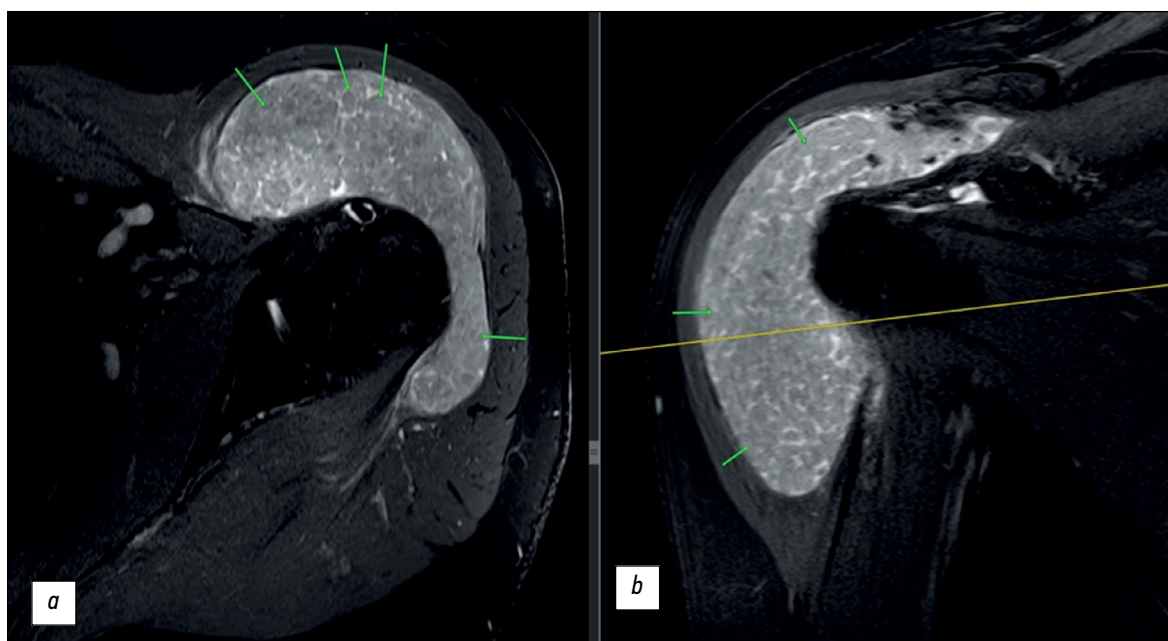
Магнитно-резонансная томография левого плечевого сустава, T2-взвешенные изображения с подавлением сигнала от жира: *a* — поперечный срез; *b* — фронтальный срез. Мелкие структуры внутри синовиальных сумок указаны стрелками.
